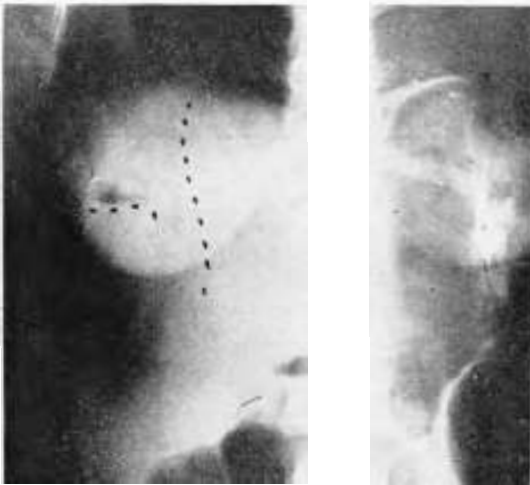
La radiografía muestra gases en las vías biliares intrahepáticas: las líneas punteadas flanquean los gases que visualizaron las vías biliares.
